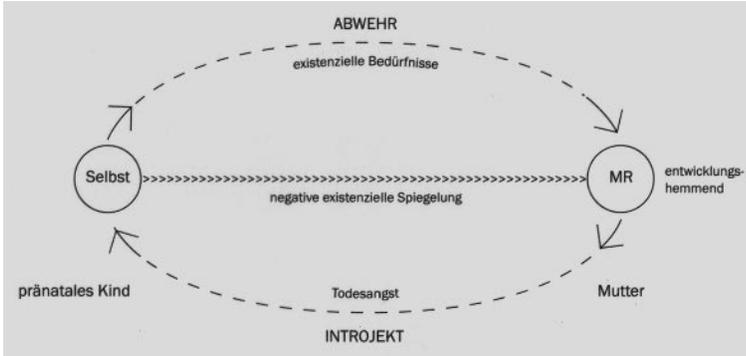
Präinatale Resonanzprozesse; entwicklungshemmende Mutterrepräsentanz: Introjekt Todesangst
